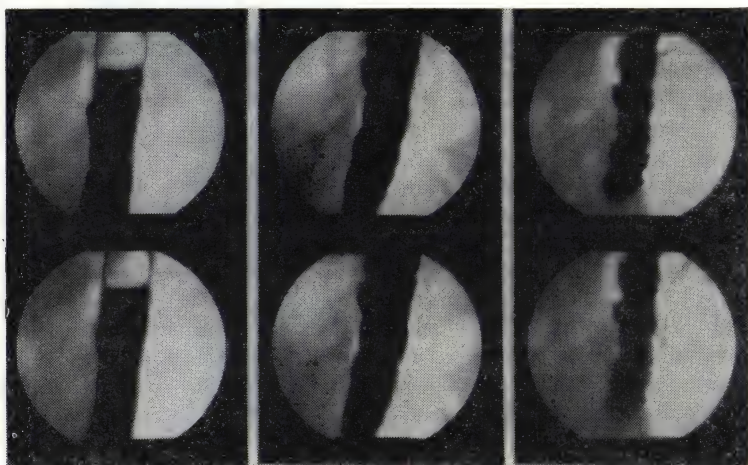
Рентгенокинематограммы пищевода.
